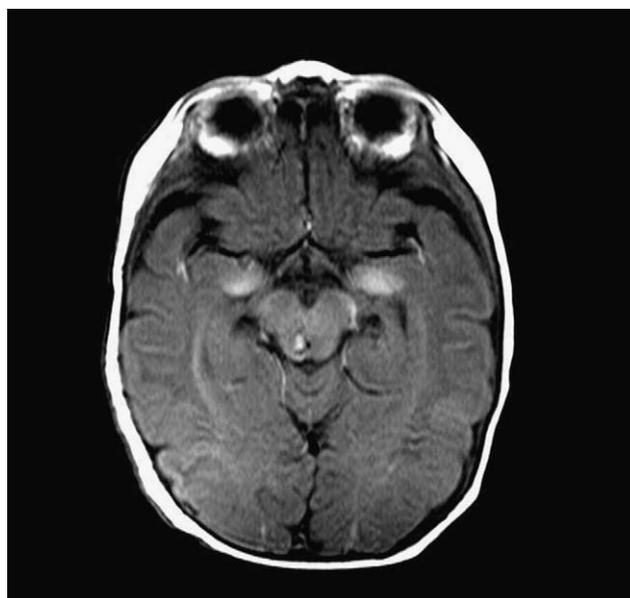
Resonancia magnética en T1 observándose lesiones hiperintensas en regiones parietal y temporal izquierda.
